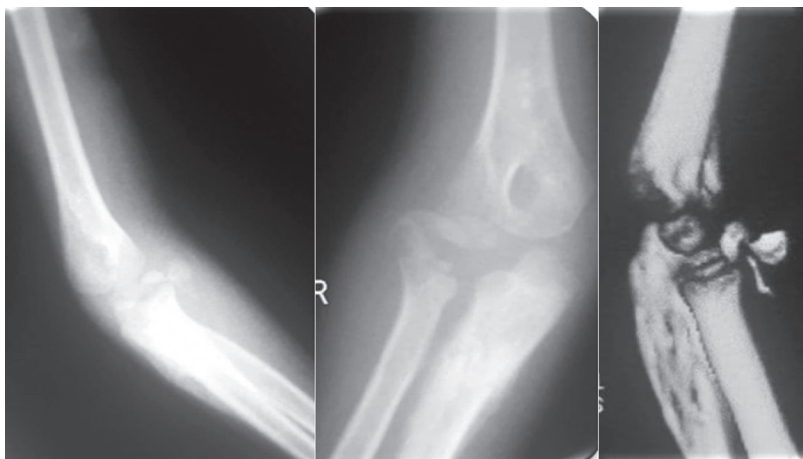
Рентгенограммы в двух проекциях и МСКТ локтевого сустава больного Х.
